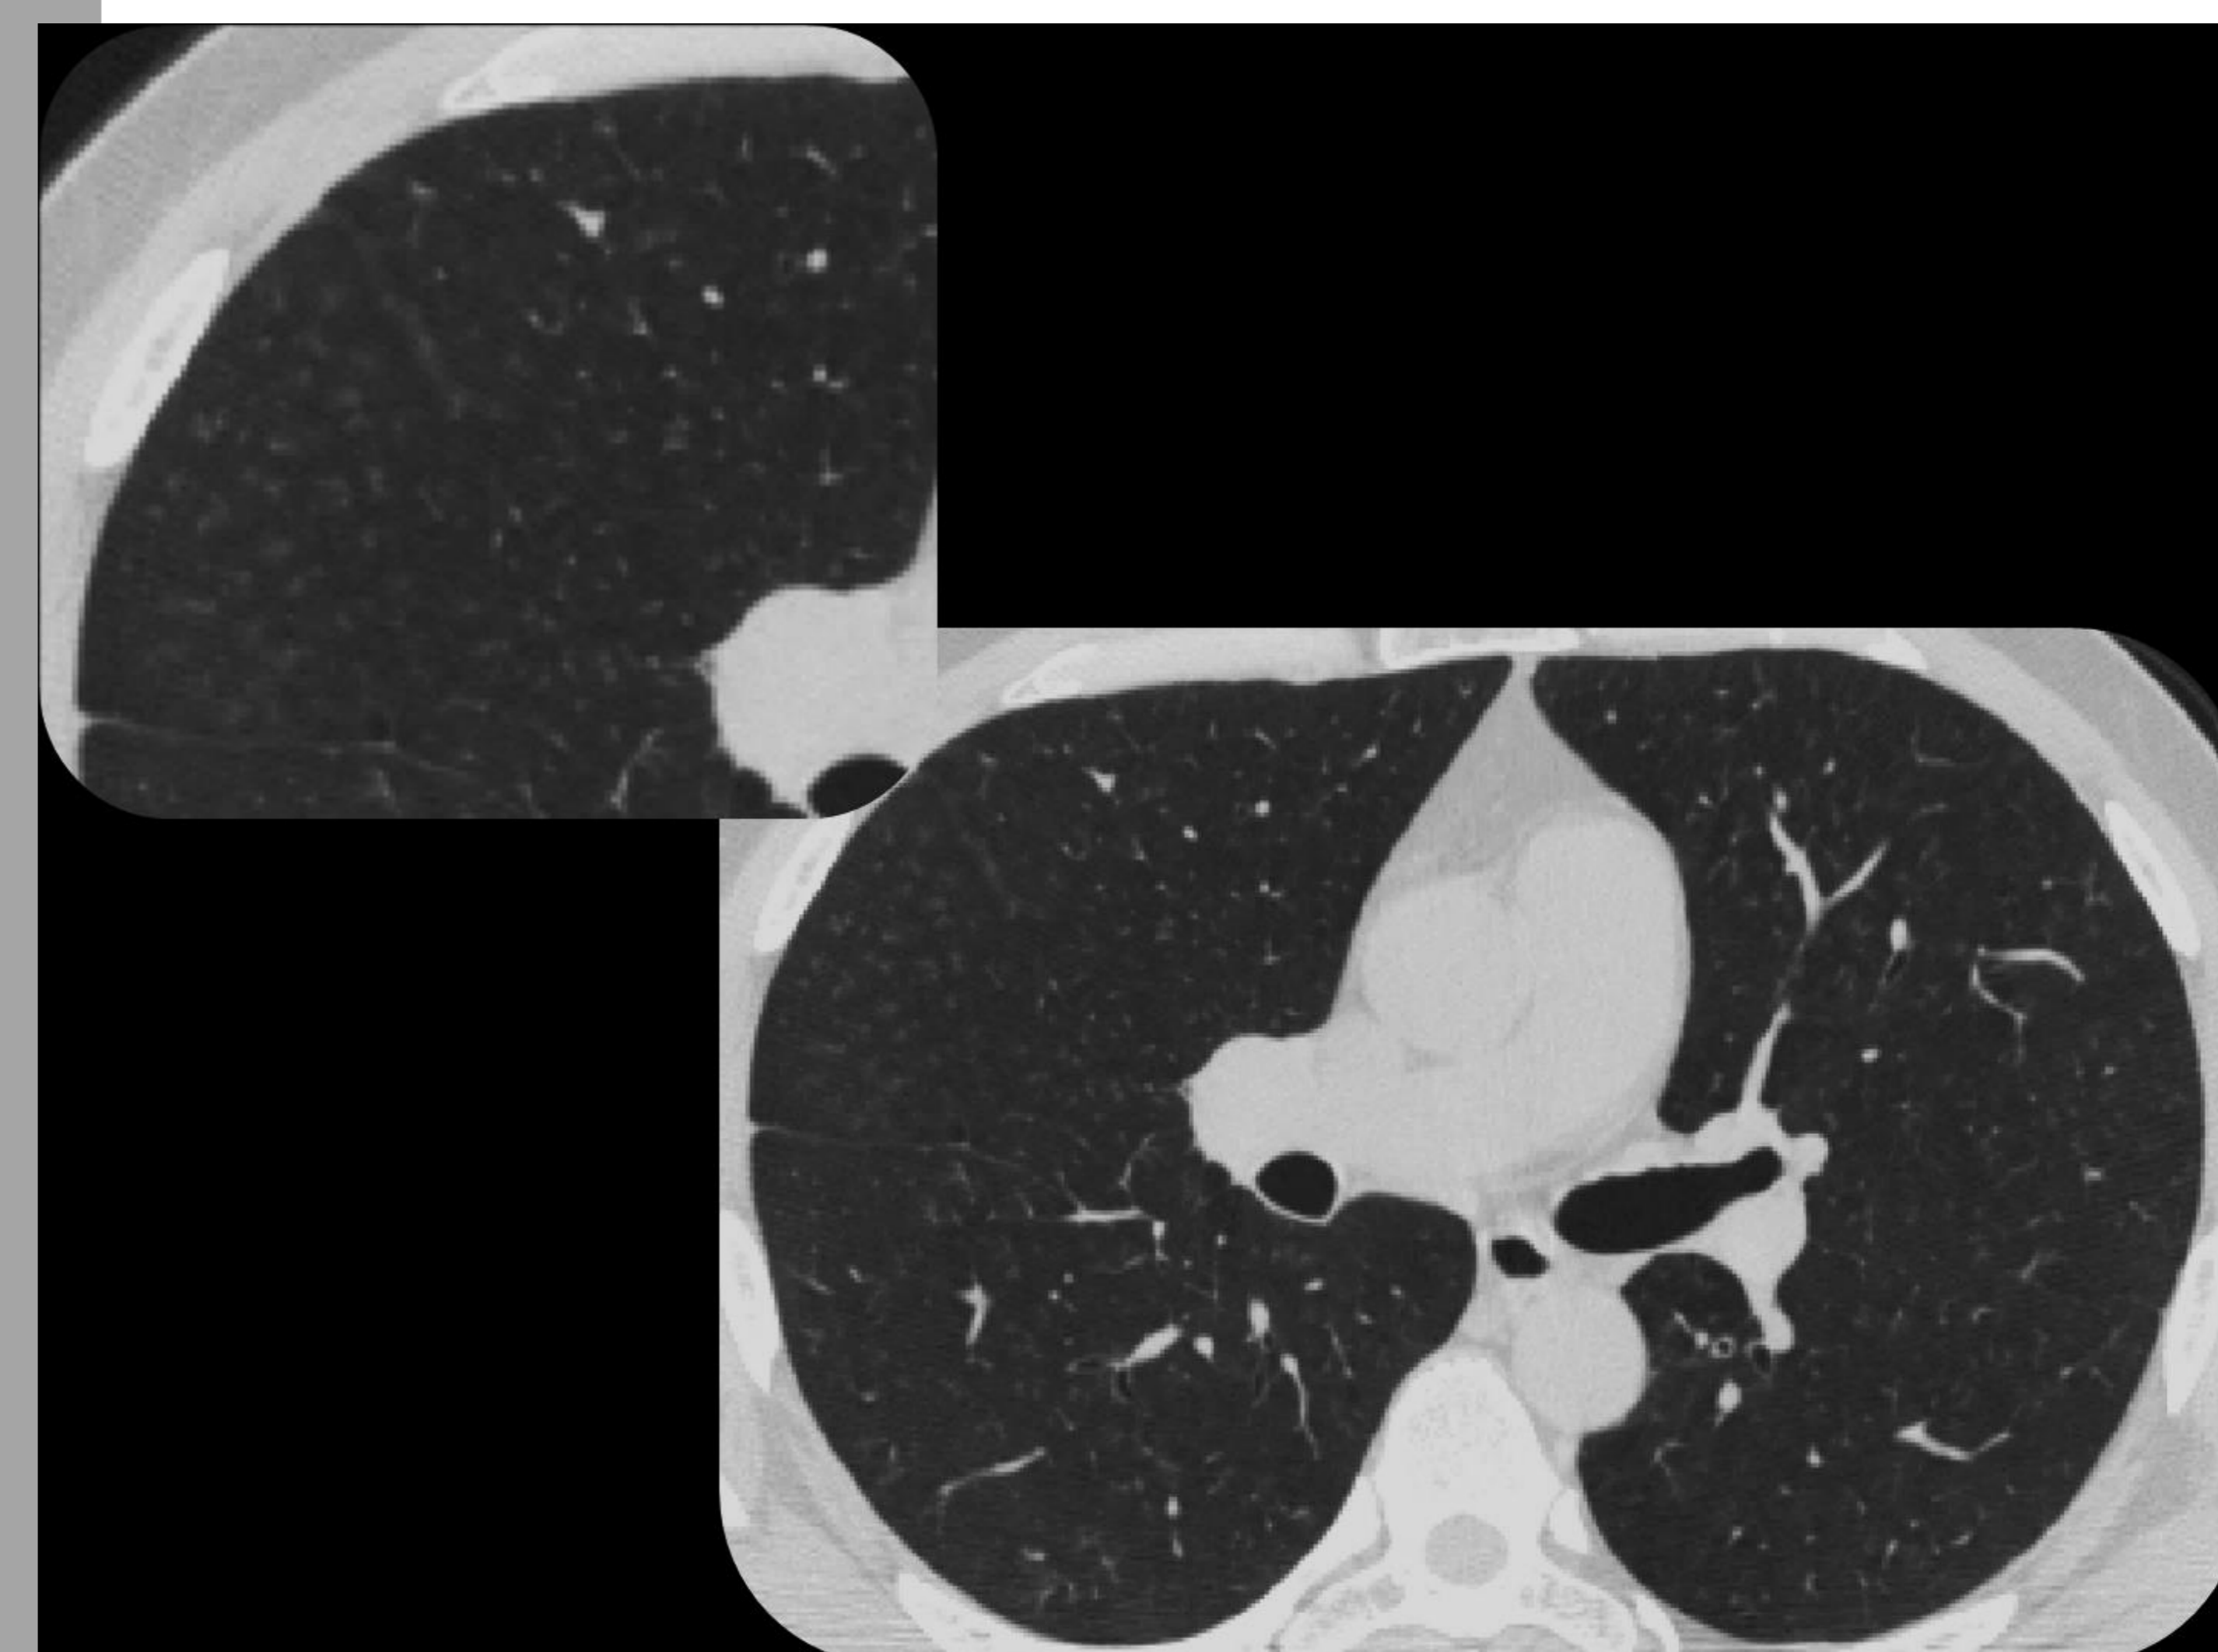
TC en plano axial e imagen ampliada.
